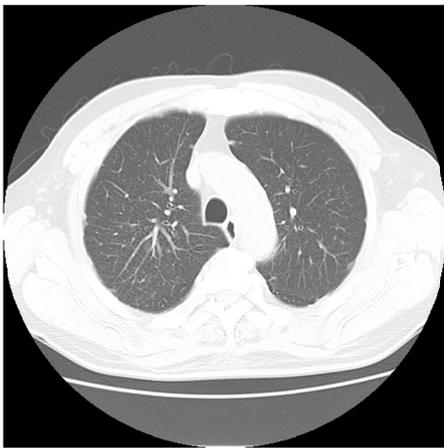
図 7 症例の CT 画像（大動脈弓部）
